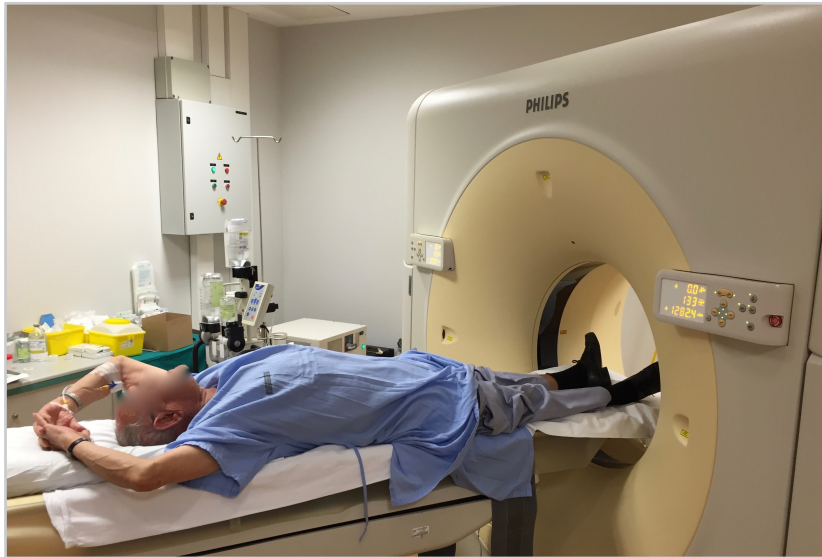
Exploración de TC en posición de decúbito supino, con los brazos extendidos sobre la cabeza, y tras la administración de contraste i.v. en la vena de la flexura del brazo izquierdo mediante bomba de inyección.
